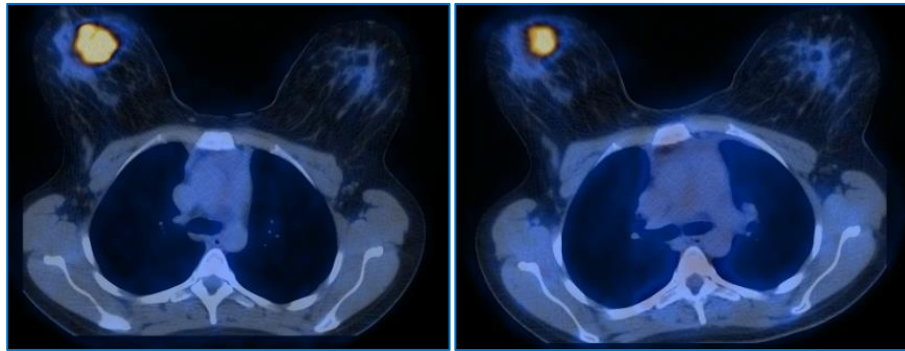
Patiente âgée de 64 ans présentant une tumeur mammaire T2N0. La TEP/TDM au F-FDG pré-thérapeutique (image de gauche) montre un hypermétabolisme intense de la lésion primitive de 40 mm de diamètre (SUV tumeur = 12.9). La TEP/TDM au F-FDG après la première cure de chimiothérapie (FEC100) montre une réponse métabolique modérée et partielle (SUV tumeur = 7.2). Le  $\Delta\text{SUV}$  tumoral est calculé à 44%. L'analyse de la pièce opératoire à l'issue des 6 cures de CNA montrait la persistance de tissu tumoral vivace au sein de la tumeur (Chevallier 3).
